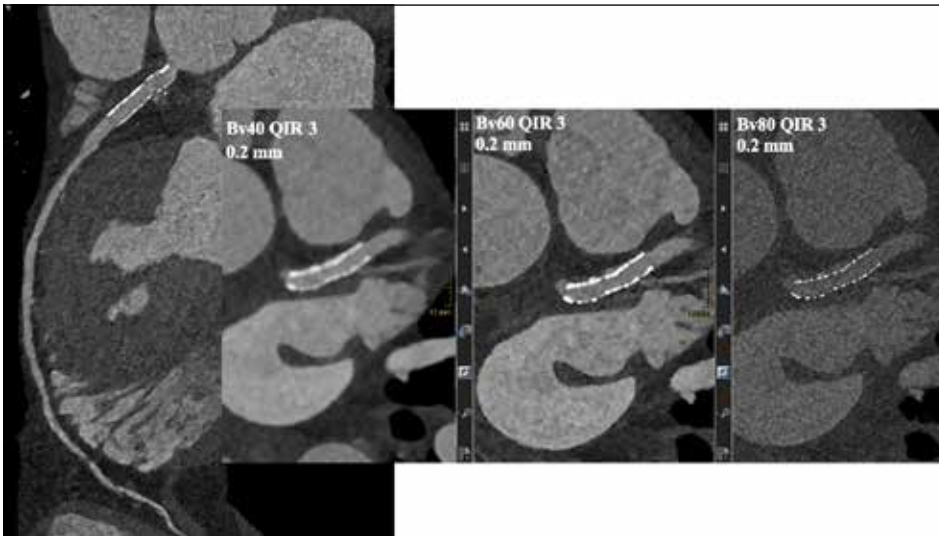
Ultra-high-resolution-CT eines 69-jährigen Patienten zum Ausschluss einer In-Stent-Stenosierung. Insbesondere Rekonstruktionen mittels Faltungskernen mit harter Kantenanhebung reduzieren Blooming-Artefakte und stellen einzelne Stent-Streben dar. Das Koronarlumens ist durchgängig abzugrenzen.
